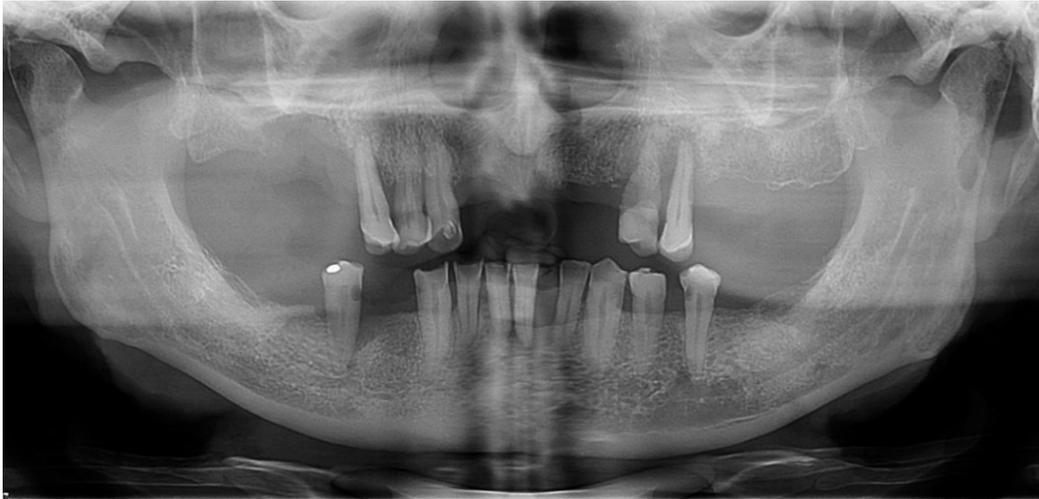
Radiografía panorámica del paciente antes del tratamiento
